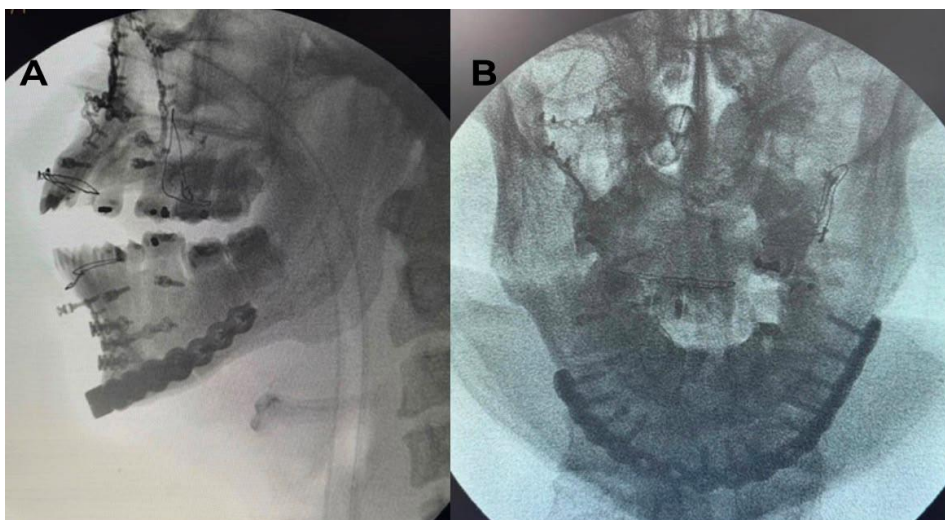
(A e B) - Radiografias transoperatórias obtidas por fluoroscopia com arco em “C”.
